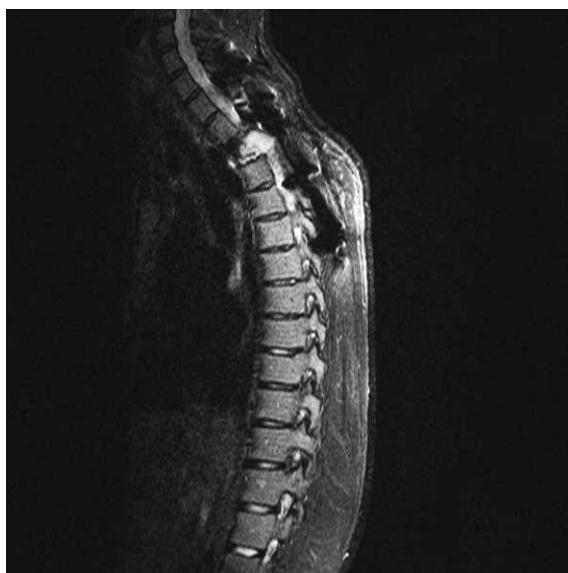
МРТ позвоночника через 1 год 3 мес после операции, проведенной в СПб НИИФ. Рецидив опухоли: очаги опухолевого роста на уровне реконструкции и паравертебрально
